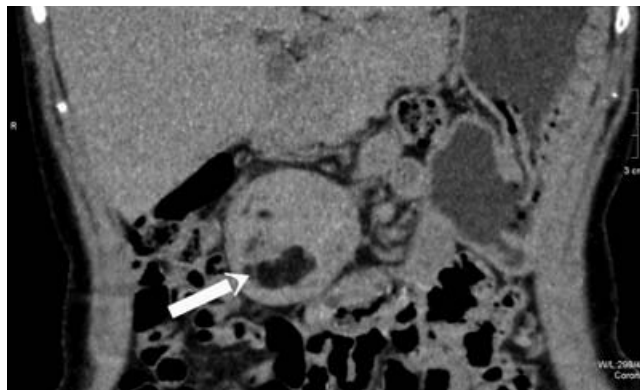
КТ-изображение, фронтальная проекция. Образование брыжейки тонкой кишки с крупным участком жировой плотности в структуре
